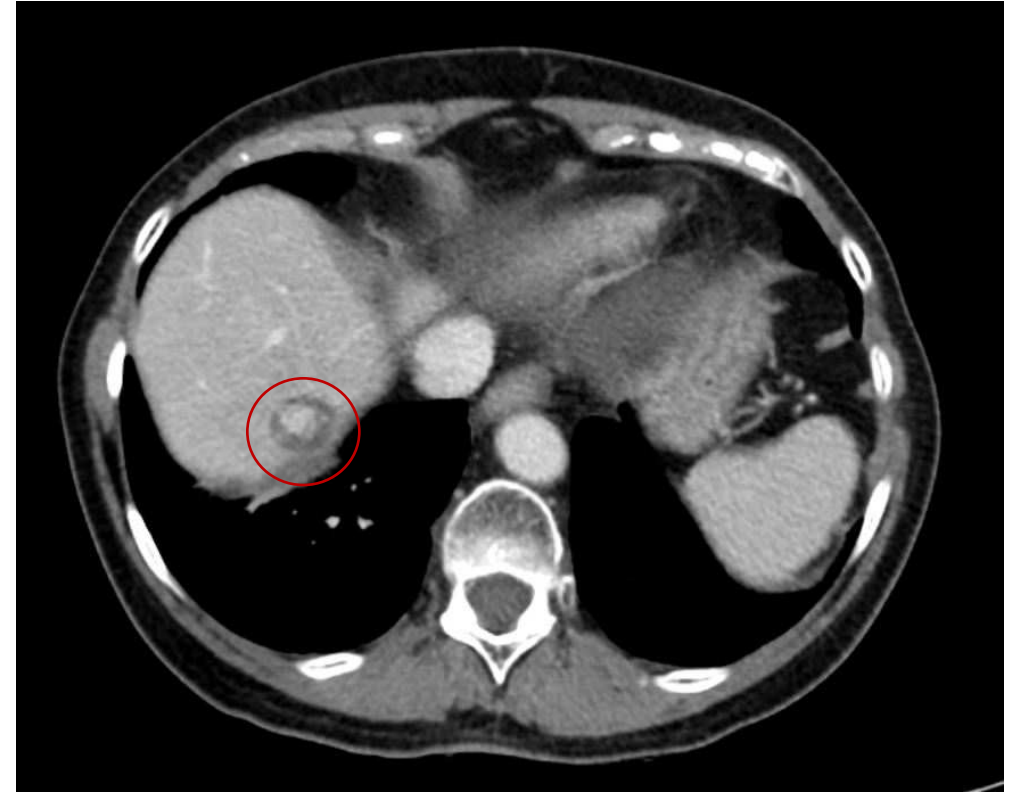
TC con contraste (axial): cambios postratamiento en segmento VIII con lesión nodular realizada sugestiva de recidiva de metástasis de GIST.
